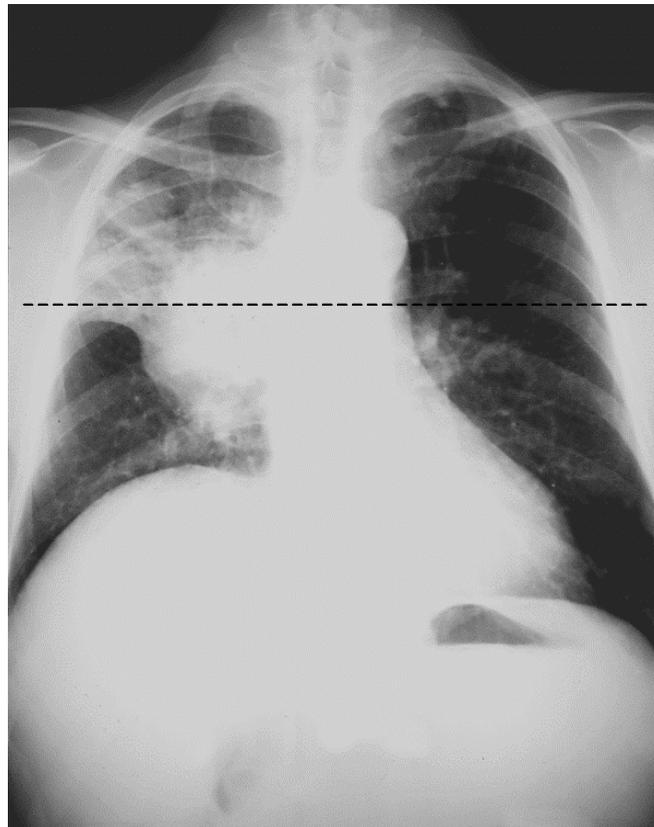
a. Se muestra una radiografía AP de tórax y una sección transversal de TC a la altura del centro del tumor manifiesto, que se consideran representativas de la situación tridimensional real. Las estructuras contenidas en el corte tridimensional se proyectan en la sección transversal.
